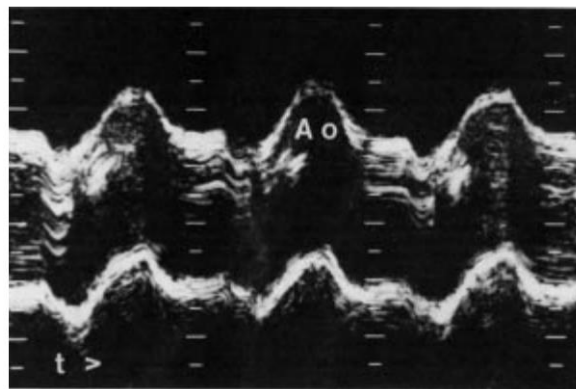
Imagem de ecocardiografia em modo M, [23].
